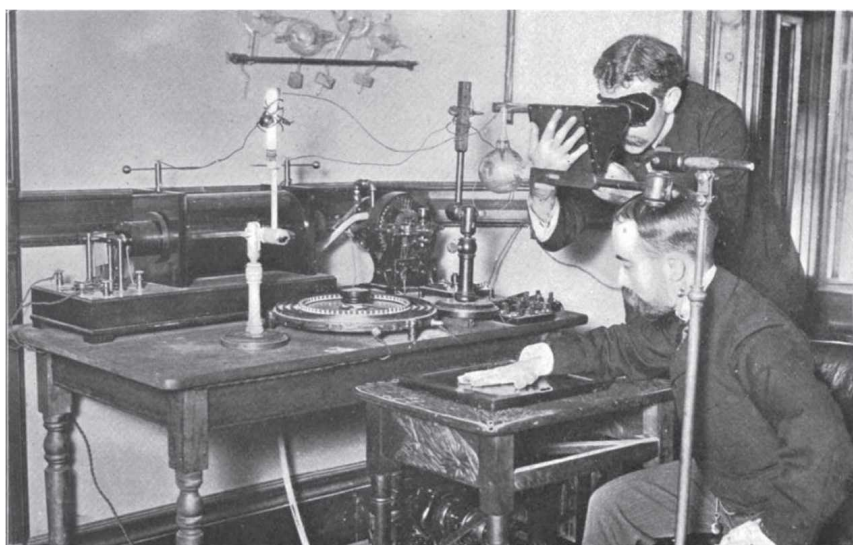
Методика отримання рентгенівського зображення (XIX століття)
